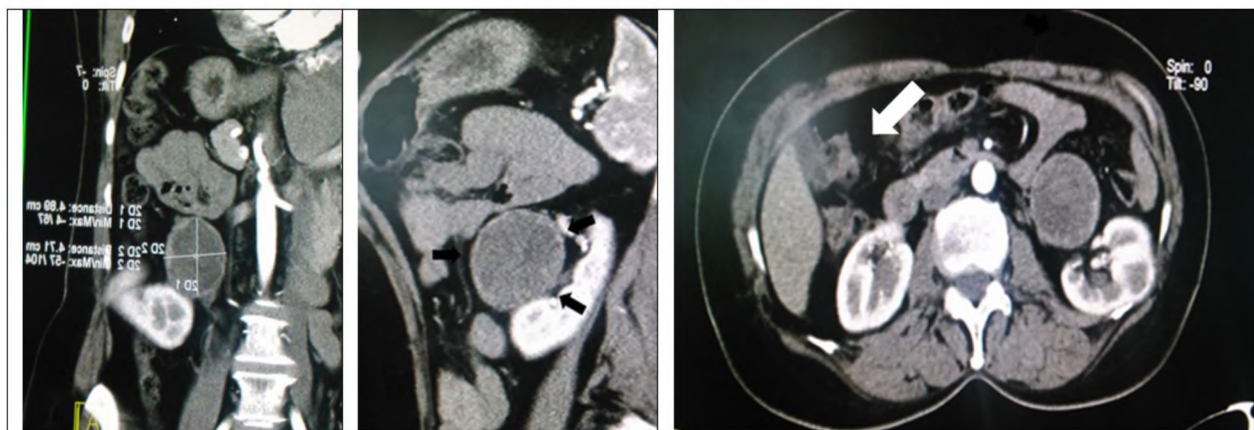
Инородное тело, принятое на КТ за аденому надпочечника
